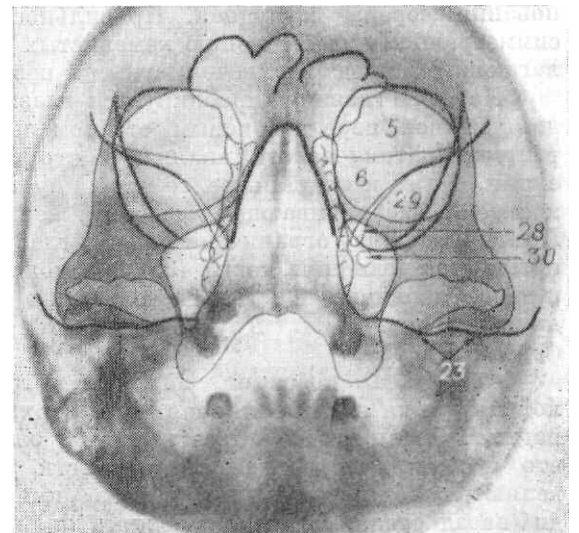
Рентгенограмма черепа в передней полуаксиальной проекции.
